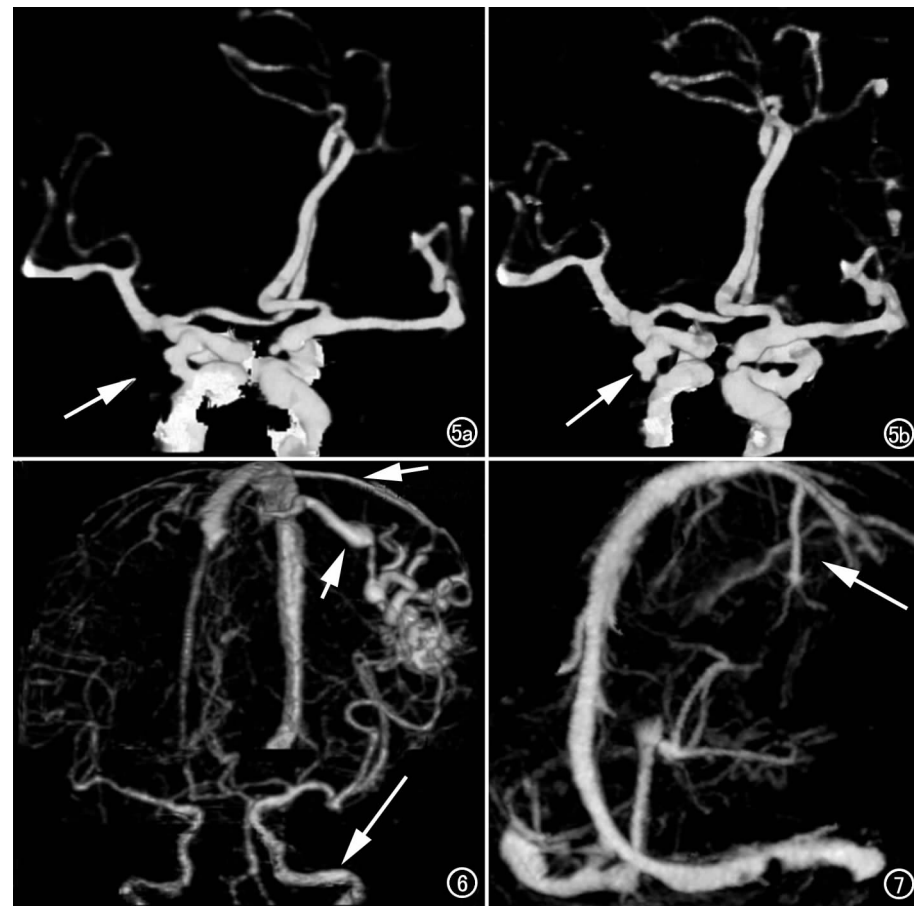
男, 35 岁, 蛛网膜下腔出血。a) 手动去骨无法完全去除骨骼, 颈内动脉末端后部结节样突出难以与残余骨骼区别(箭); b) 减影 CTA 清晰显示双侧颈内动脉瘤(箭)。
